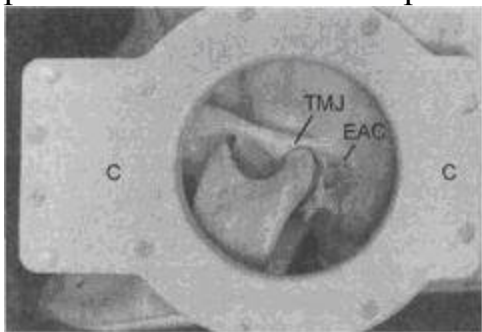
Позиционирование катушки-детектора при МРТ. С — катушка; TMJ — ВНЧС; EAC — наружный слуховой проход.
